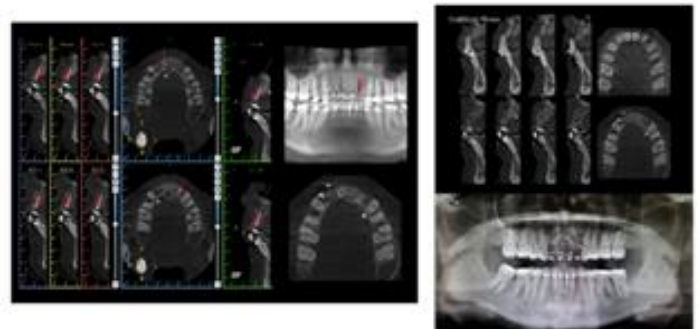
Análisis del CBCT y cicatrización a los 9 meses post-quirúrgico
